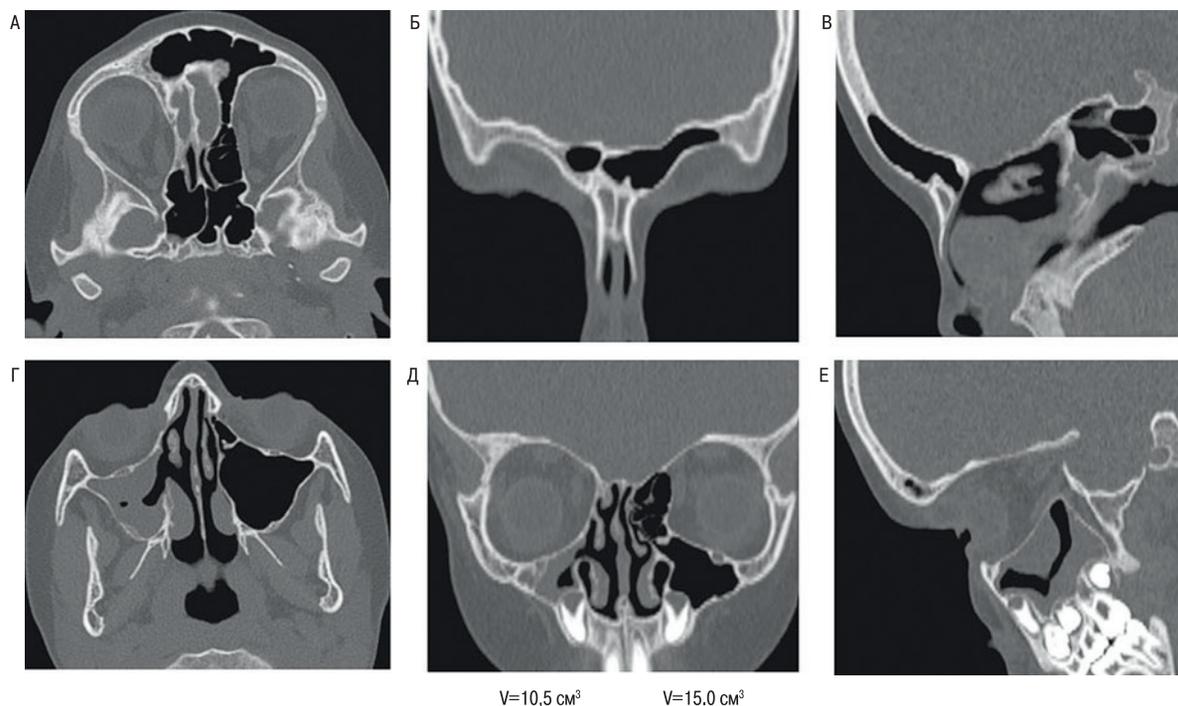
КТ-ОНП через год после операции
